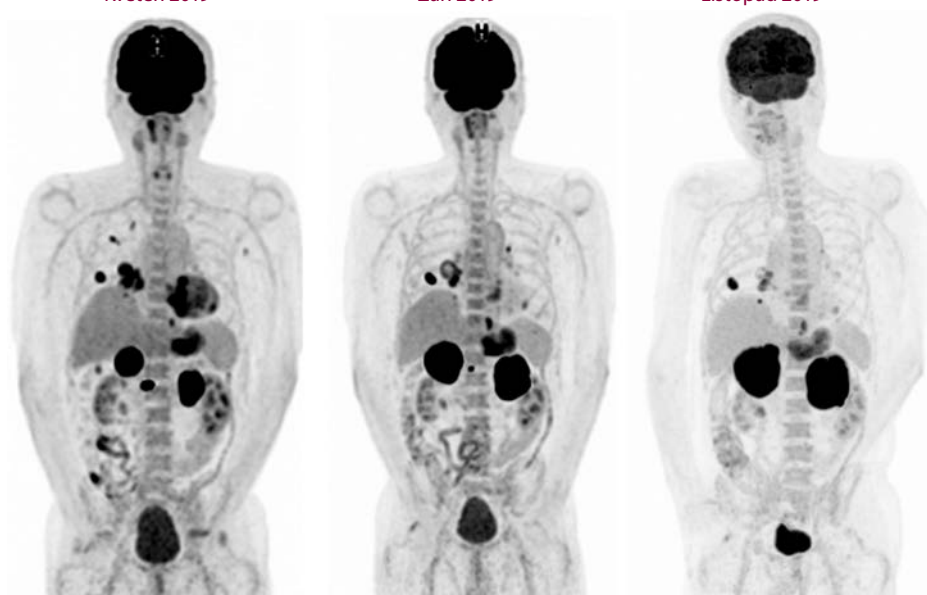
Srovnání obrazů z PET-scanů pacienta č. 4 na snímcích v průběhu léčby. Je patrná postupná progresie ložisek nadledvin a zároveň regrese metabolické aktivity v ostatních metastatických lokalitách
